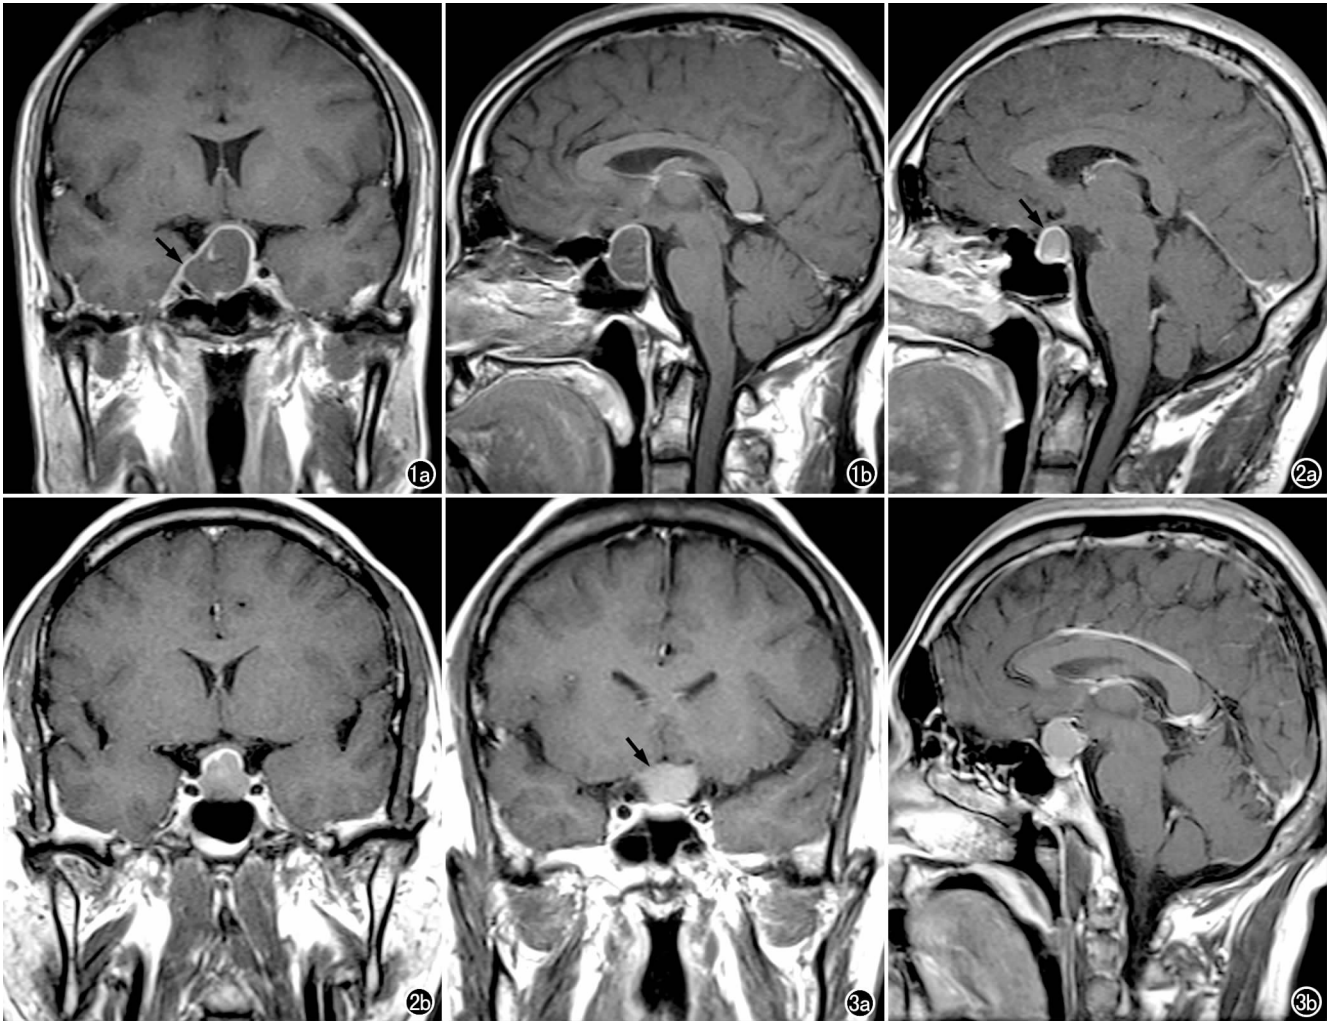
垂体瘤, MRI 增强扫描示病灶呈囊性(箭), 边界清晰, 信号均匀, 囊内无强化。a) 冠状面; b) 矢状面。 图 2 Rathke 囊肿, 经验法诊断为囊性垂体瘤, 最大似然法诊断为 Rathke 囊肿。a) 矢状面增强扫描示鞍内囊性病变呈椭圆形(箭), 其内信号均匀, 正常垂体信号消失, 囊内无强化; b) 冠状面增强扫描示视交叉上抬, 两侧海绵窦无明显异常。 图 3 颅咽管瘤, 经验法诊断为颅咽管瘤, 最大似然法诊断为颅咽管瘤。a) 冠状面增强扫描示鞍上囊性占位性病变(箭), 圆形, 信号均匀, 两侧海绵窦无明显异常; b) 矢状面增强扫描示病变无强化, 薄壁, 可见正常垂体组织。
